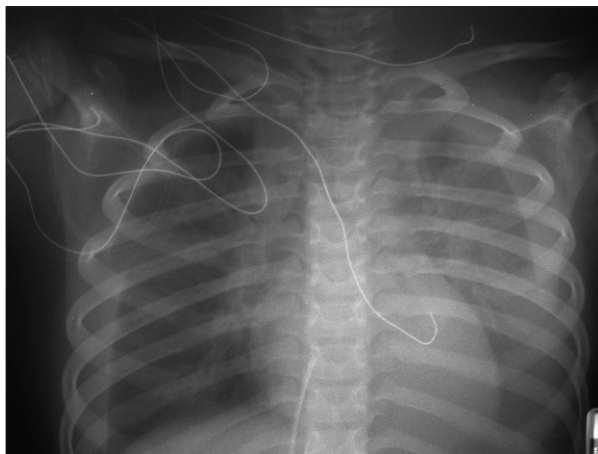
Radiografía tórax mostrando imagen de derrame pleural bilateral.
